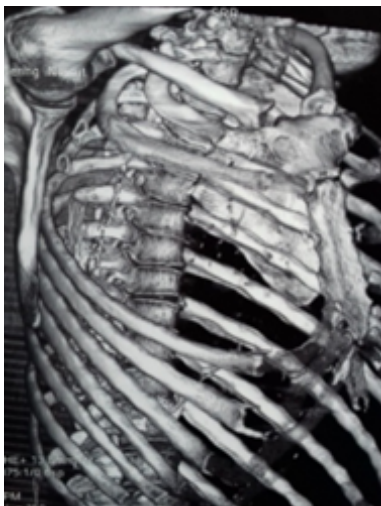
КТ-картина обширного сквозного дефекта грудной клетки с отсутствием ребер (реконструкция в костном режиме)
